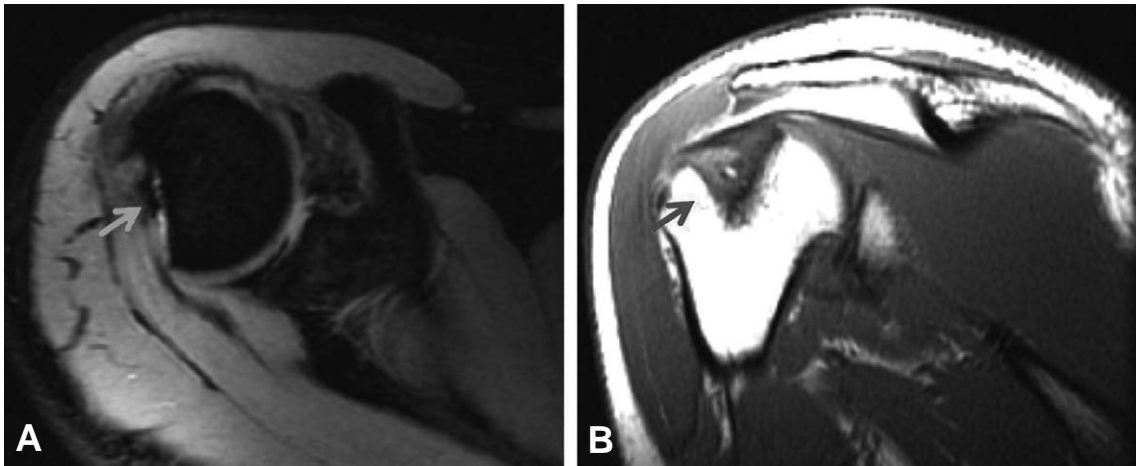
Magnetic resonance image shows large Hill-Sachs lesion in humeral head (arrow). (A) Axial view image. (B) Oblique coronal view image.
